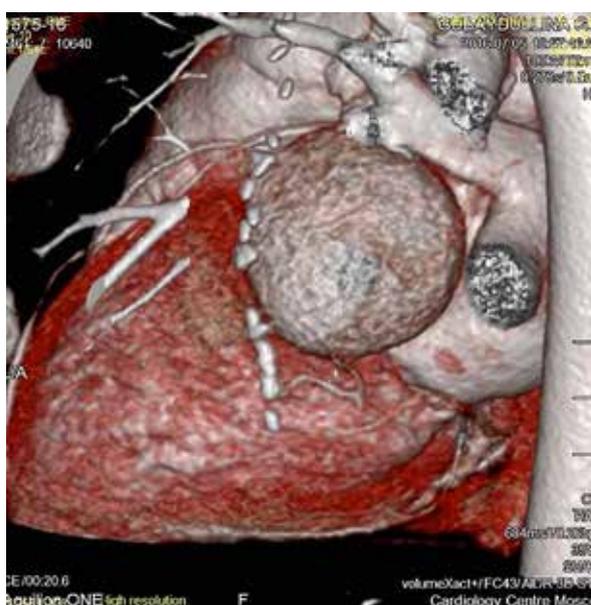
МСКТ коронарных артерий.
